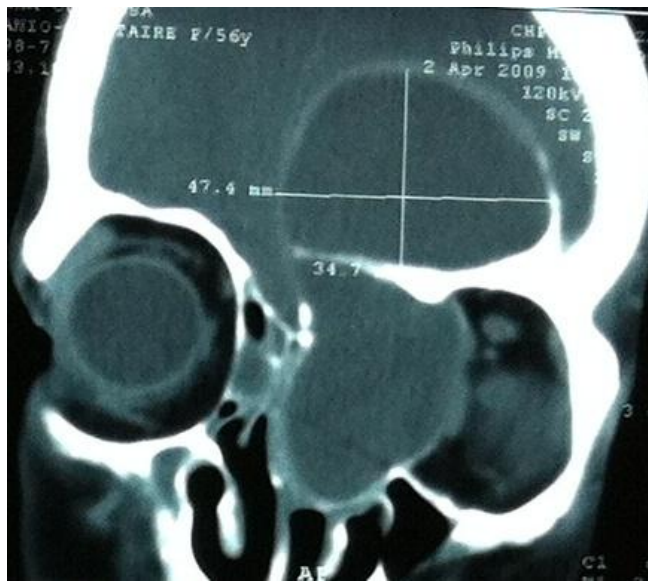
TDM faciale en coupe coronale en faveur d'une mucocèle naso-ethmoïdo-fronto-orbitaire gauche avec lyse osseuse et extension endocrânienne.
